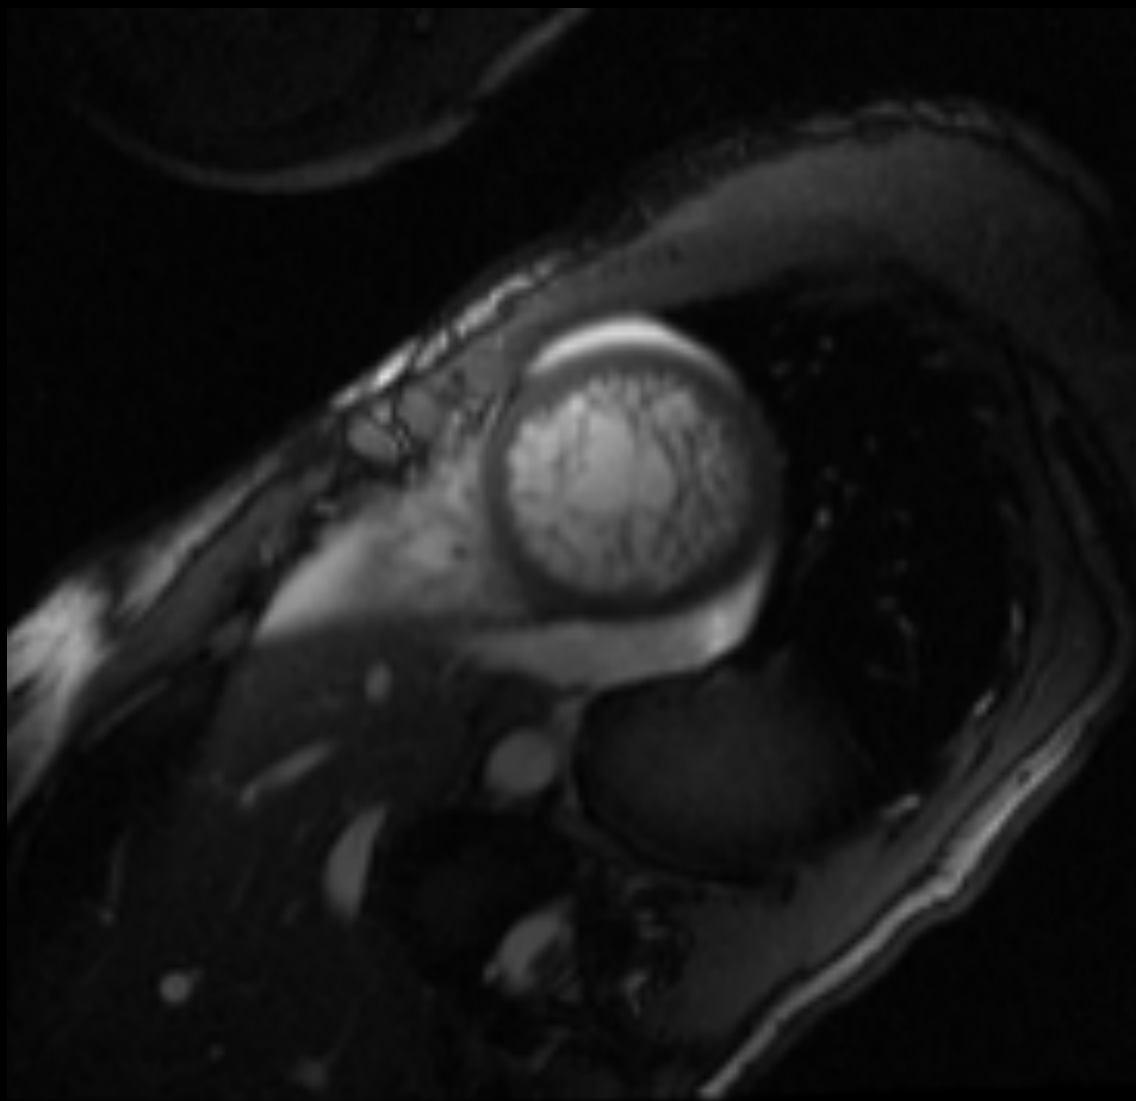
RM cardiaca. Secuencia sangre blanca multifase. Eje corto apical.
